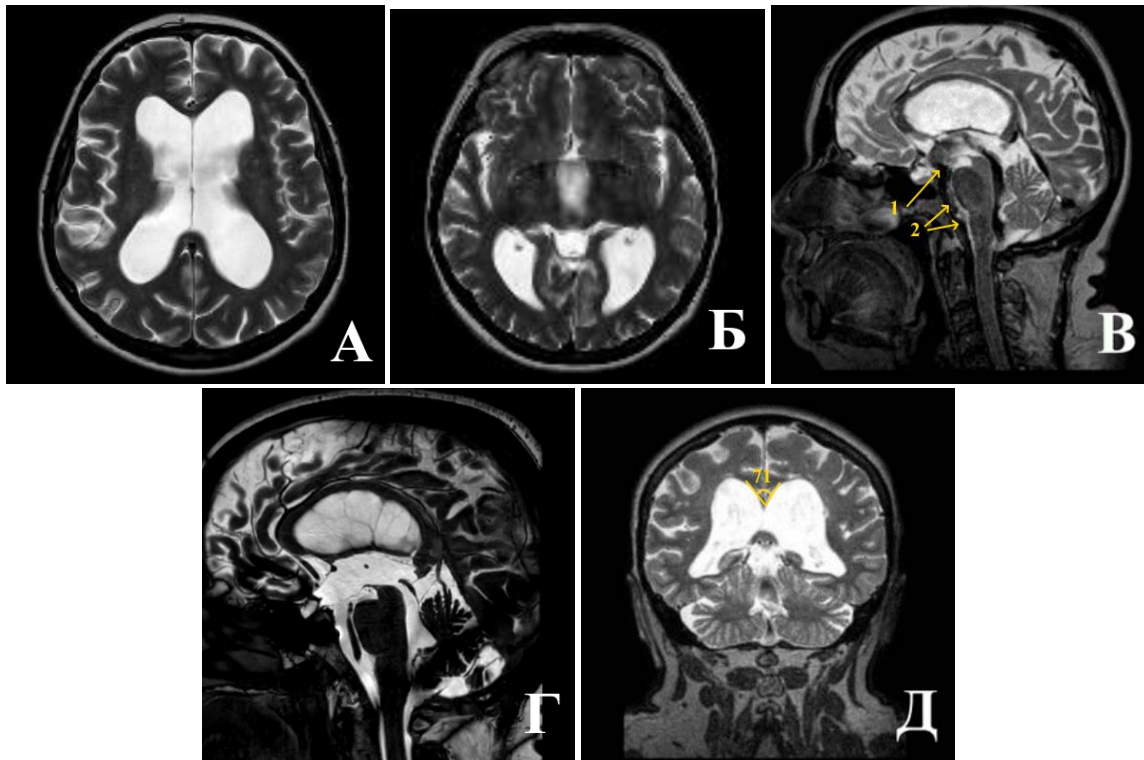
МРТ головного мозга пациента с ГЗ через 1 год после операции. А – Б – боковые и III желудочки прежних размеров, САП-К четко прослеживаются. В – на сагиттальной томограмме в режиме T2 определяется артефакт от пульсации ликвора по вентрикулостоме (1) и вдоль вентральной поверхности ствола (2). Г – очертания III желудочка нормальные, в ПММ определяется дефект, водопровод мозга и IV желудочек расширены в прежней степени. Д – угол мозолистого тела несколько увеличился
